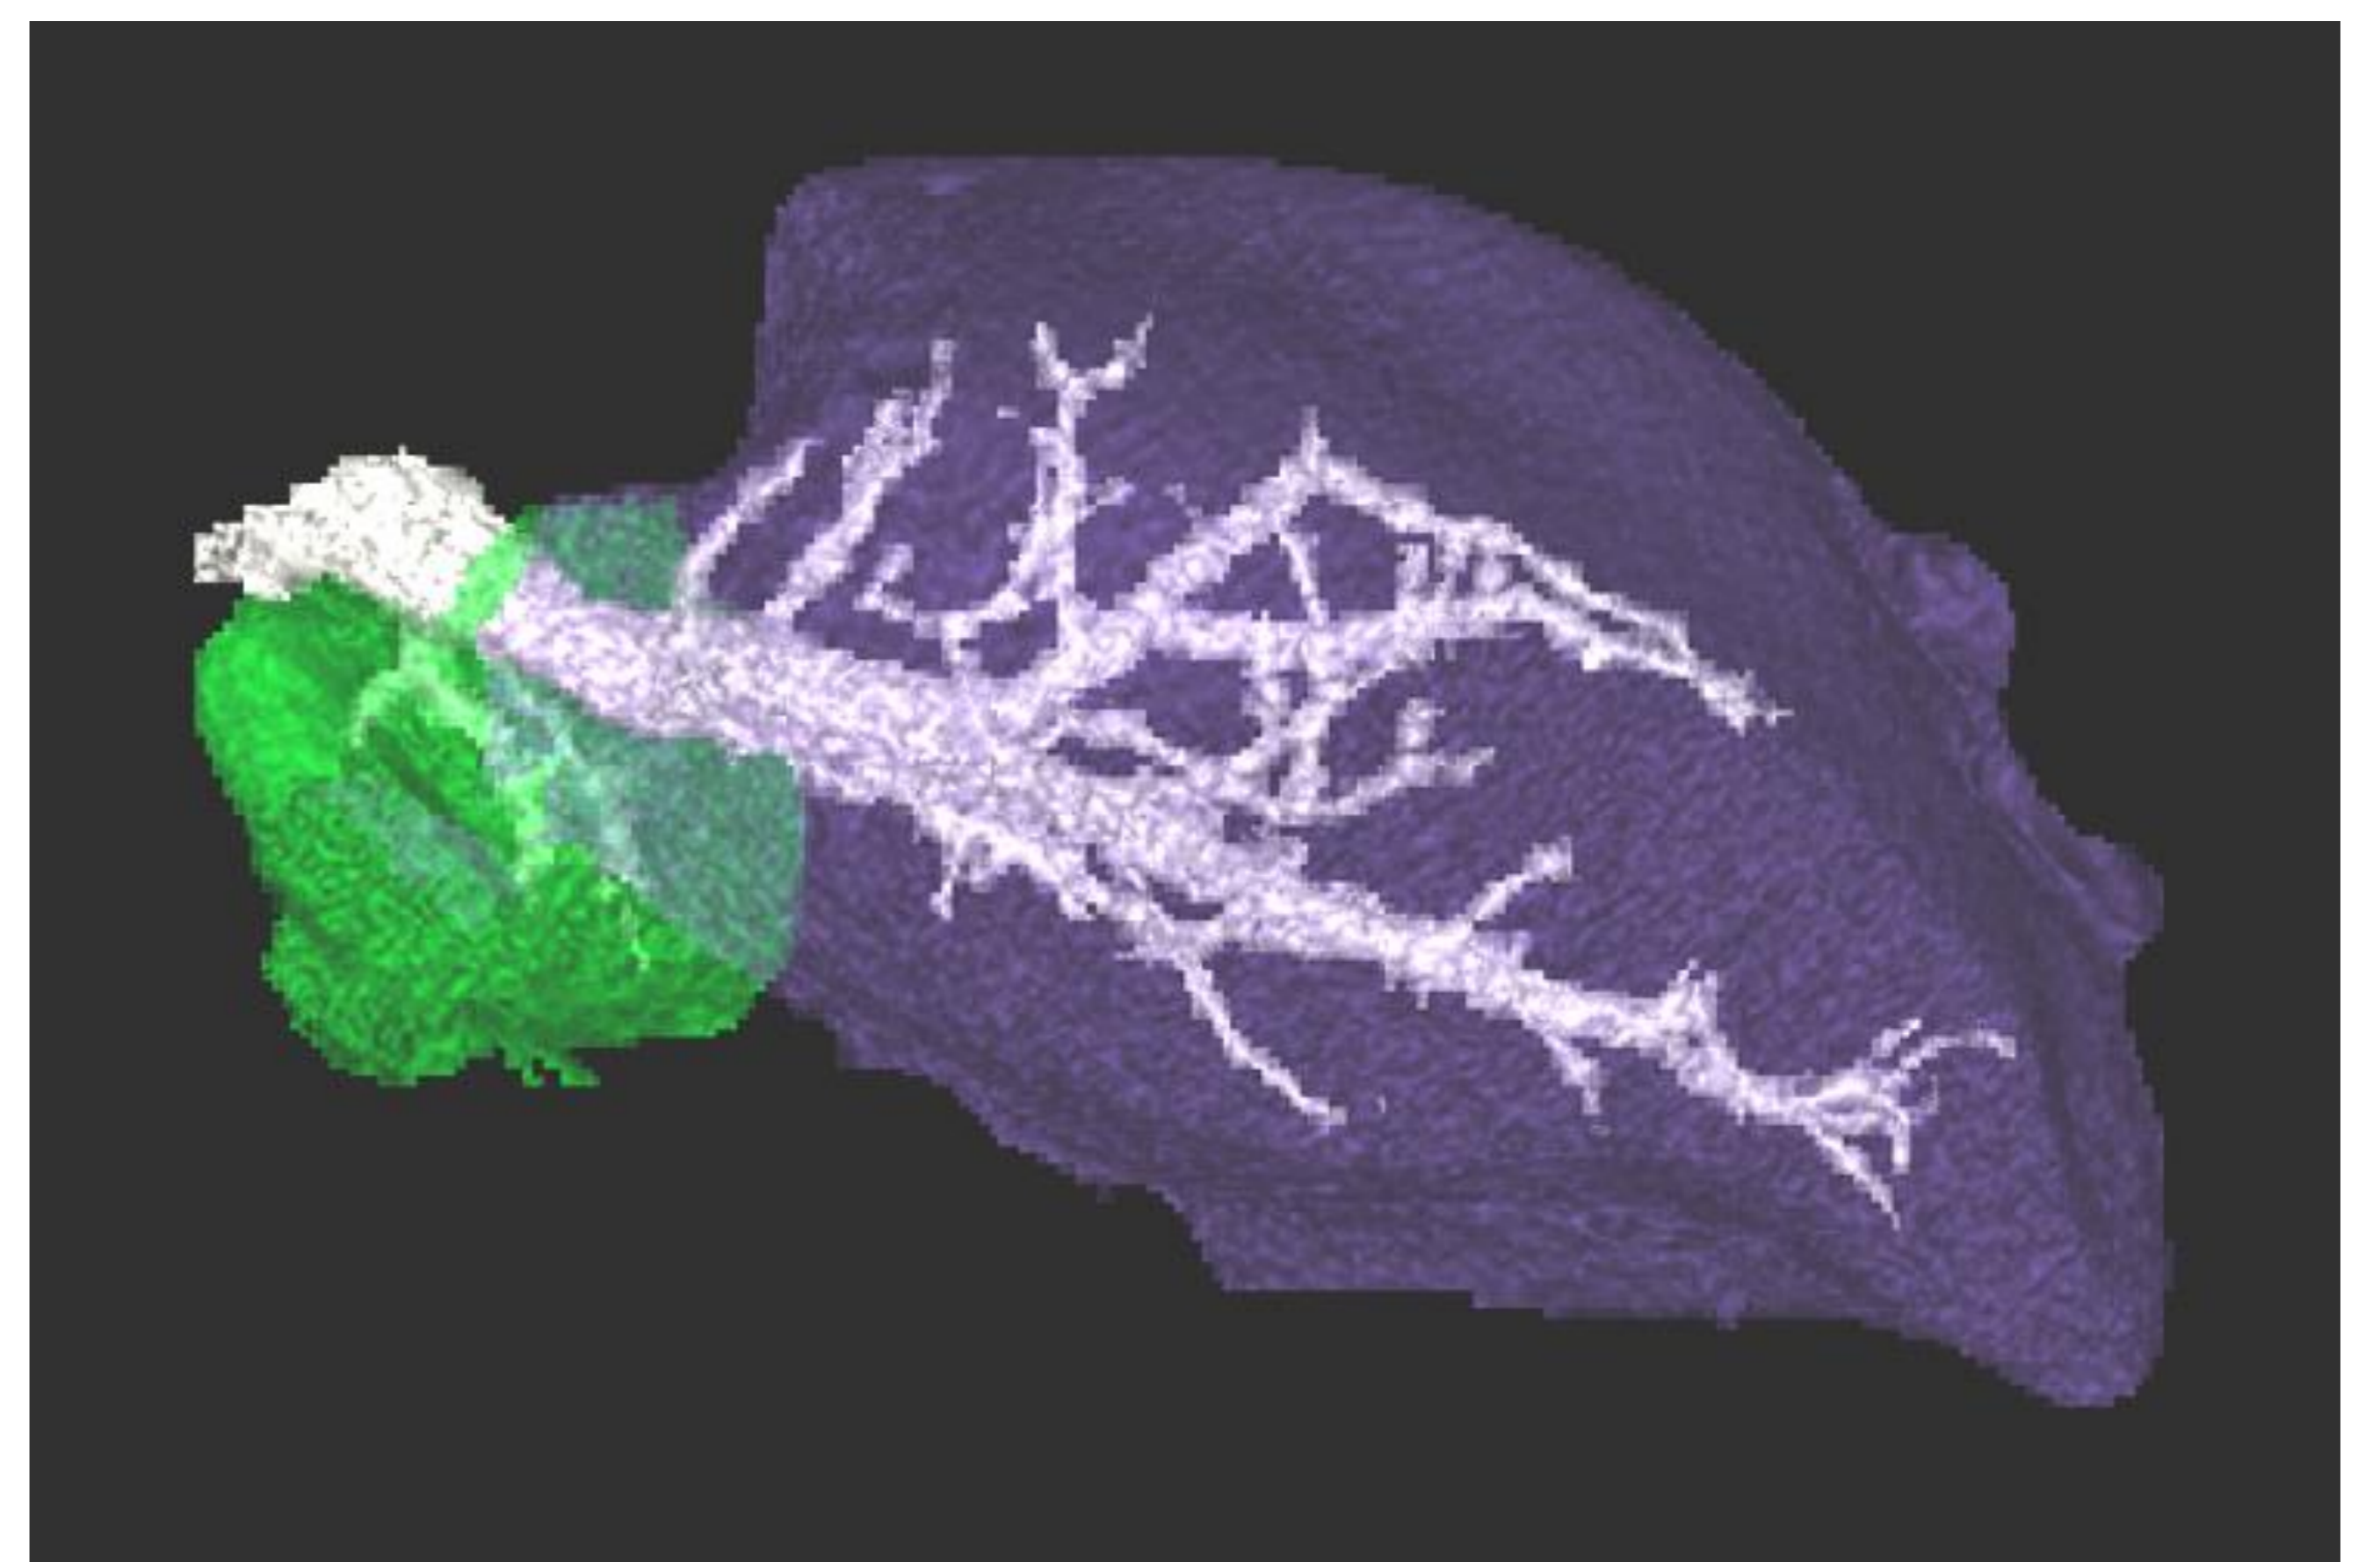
Izquierda: TC corte axial a nivel hepático con marcada hipertrofia del LHI. Derecha: volumetría hepática en verde S IV y en morado S I, II y III.
